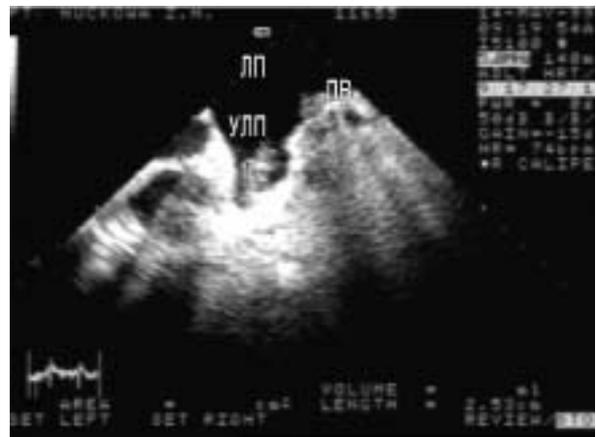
Чреспищеводная эхокардиограмма больного М. Тромб в ушке левого предсердия.
